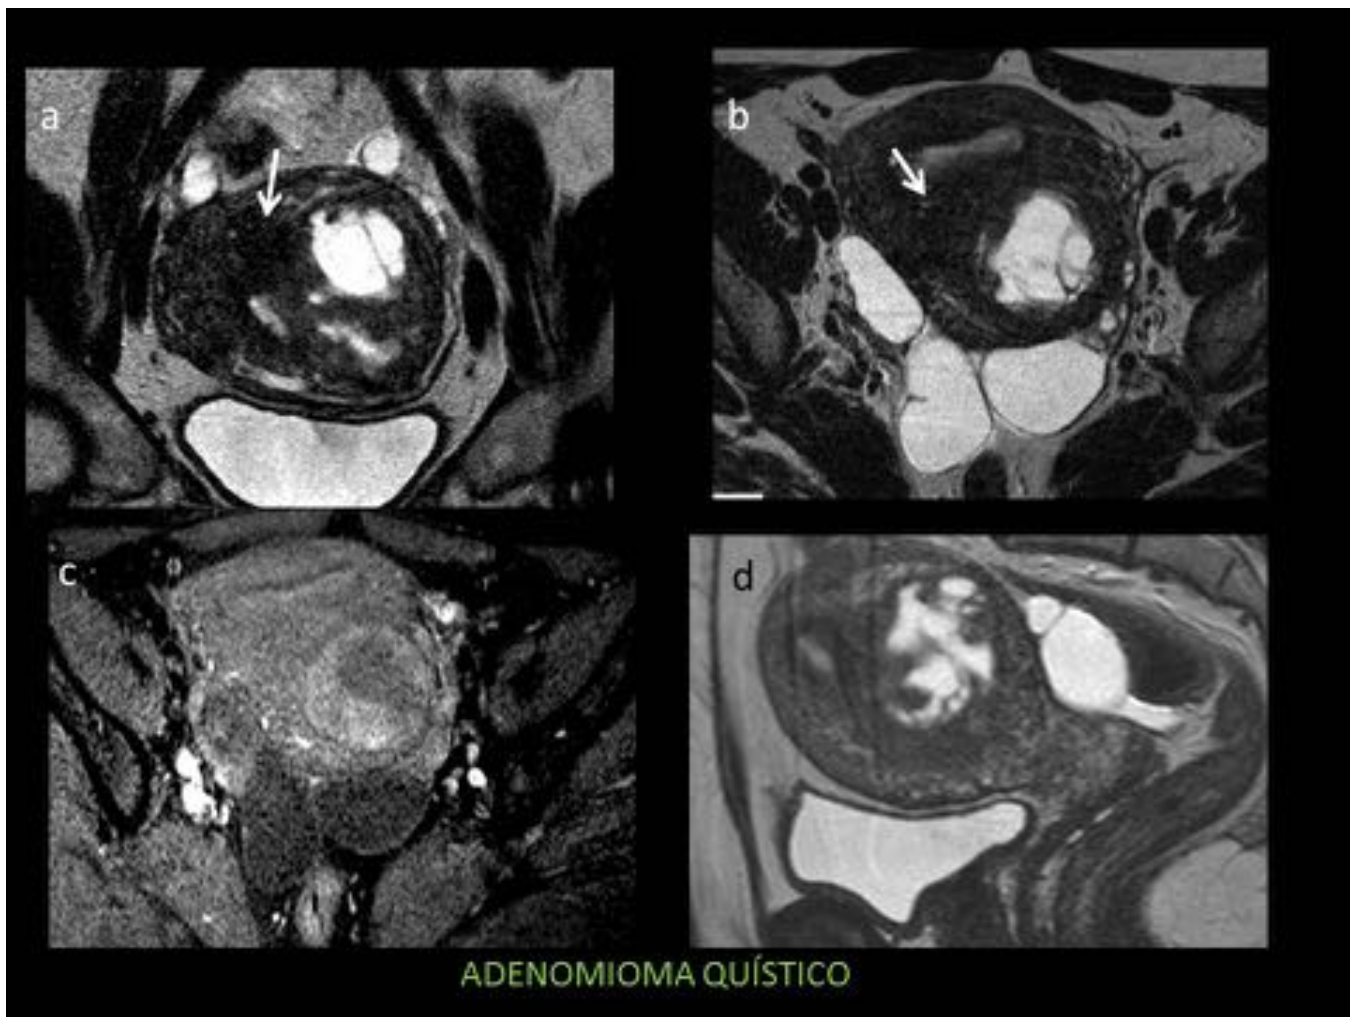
Mujer de 38 años que consulta por baches amenorreicos, con sospecha por ETV de mioma degenerado. En RM se identifica un engrosamiento de la ZU (flechas en a y b), con masa relativamente delimitable, con centro quístico con restos hemorrágicos, hiperintenso en T1FS (c), y pared gruesa hipointesa en T2 con microquistes, compatible con adenomiosis difusa y adenomioma quístico. Hidrosálpinx bilateral.
